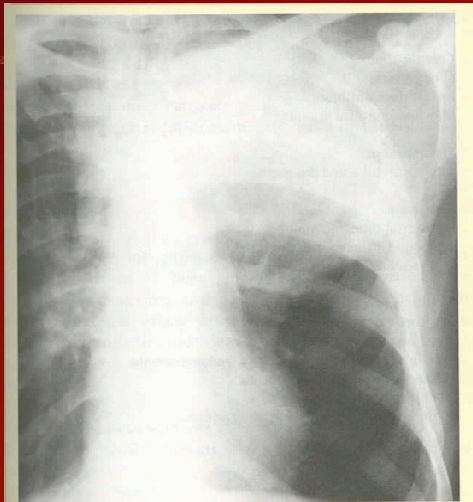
A Posteroanterior chest radiograph showing lobar consolidation in the left upper lobe, due in this case to infection with *Strep. pneumoniae*.
